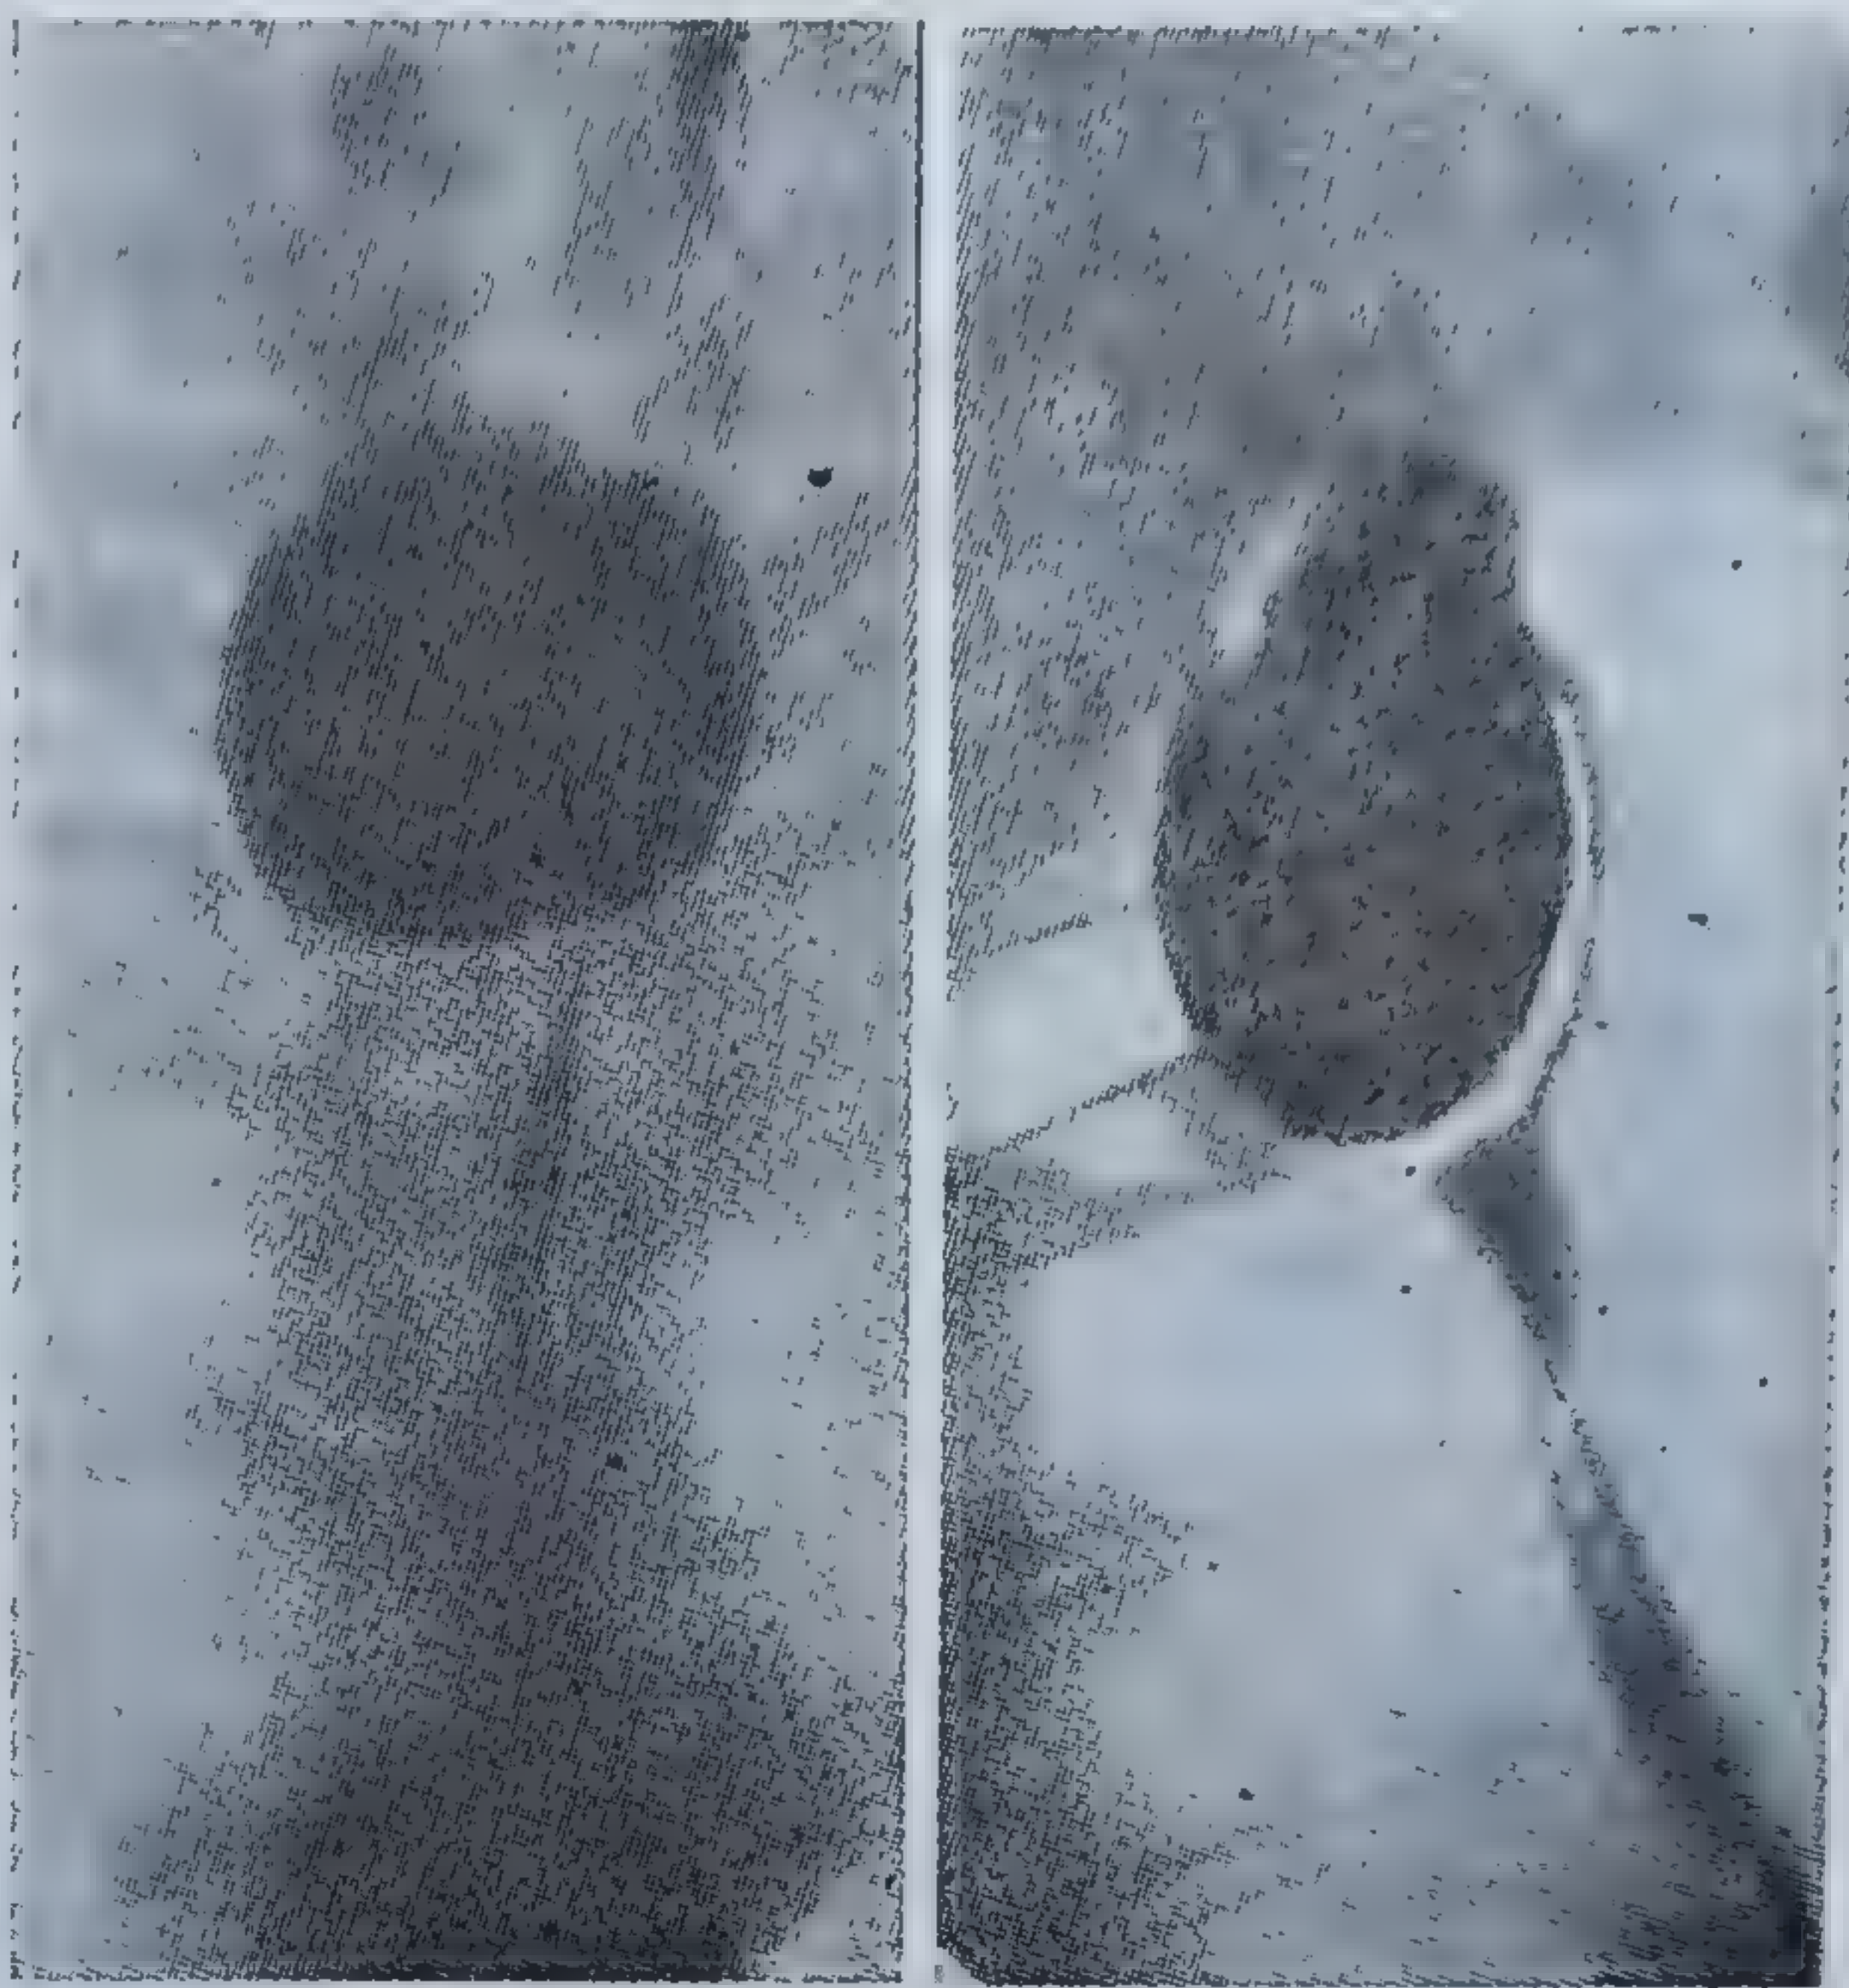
Radiografie: diverticul esofag cervical de pulsione la unirea esofagului cu faringele, « unghiul lui Leimer »:
